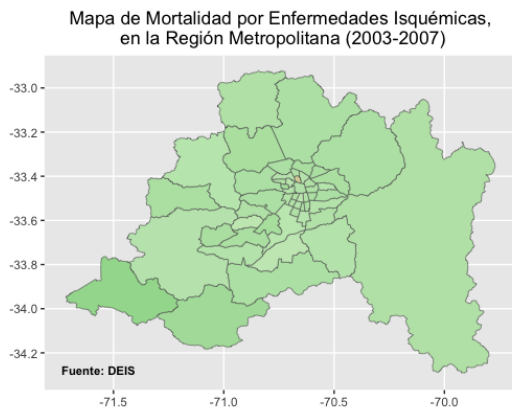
Mapas de mortalidad por Enfermedades Isquémicas en la RM (2003-2007)
